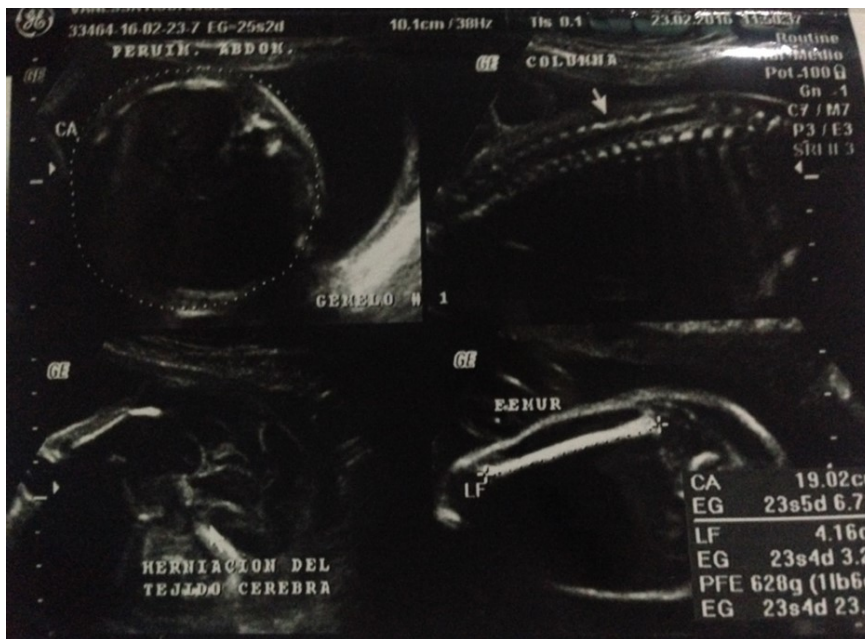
Ultrasonido realizado a las 24 ± 2 semanas de gestación
